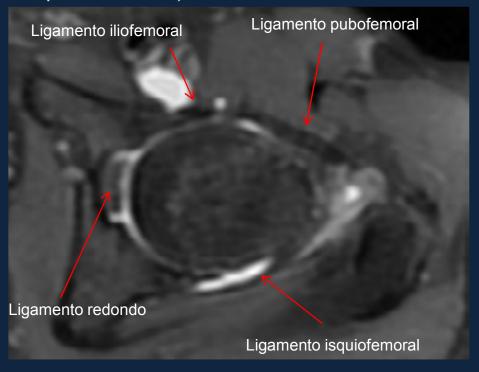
Imagen Na7: artro-RMN corte axial
